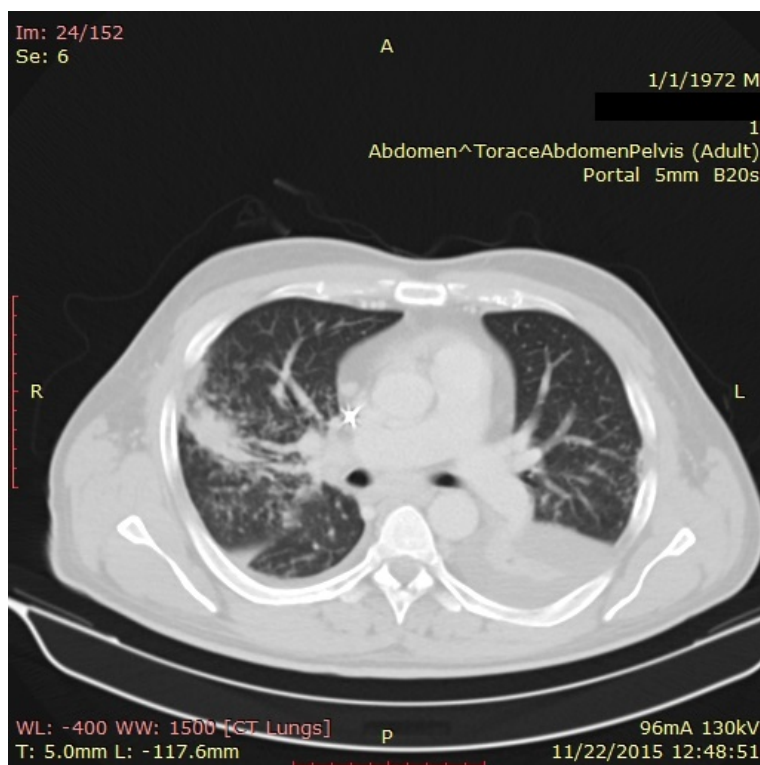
Secțiune de CT toracic, fereastră de parenchim pulmonar: arii de condensare bilateral nou apărute cu revărsat pleural bilateral, în cantitate mai mare pe partea stângă și colapsul parenchimului pulmonar al lobului inferior stâng.
